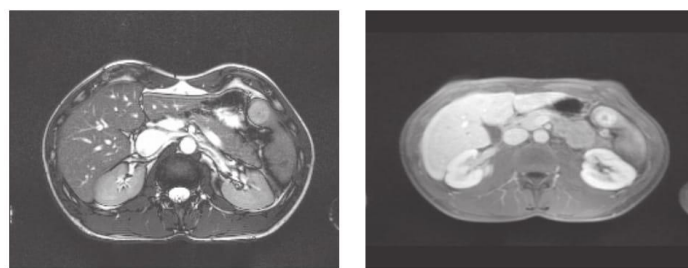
T1W and T2W axial abdominal MRI images
